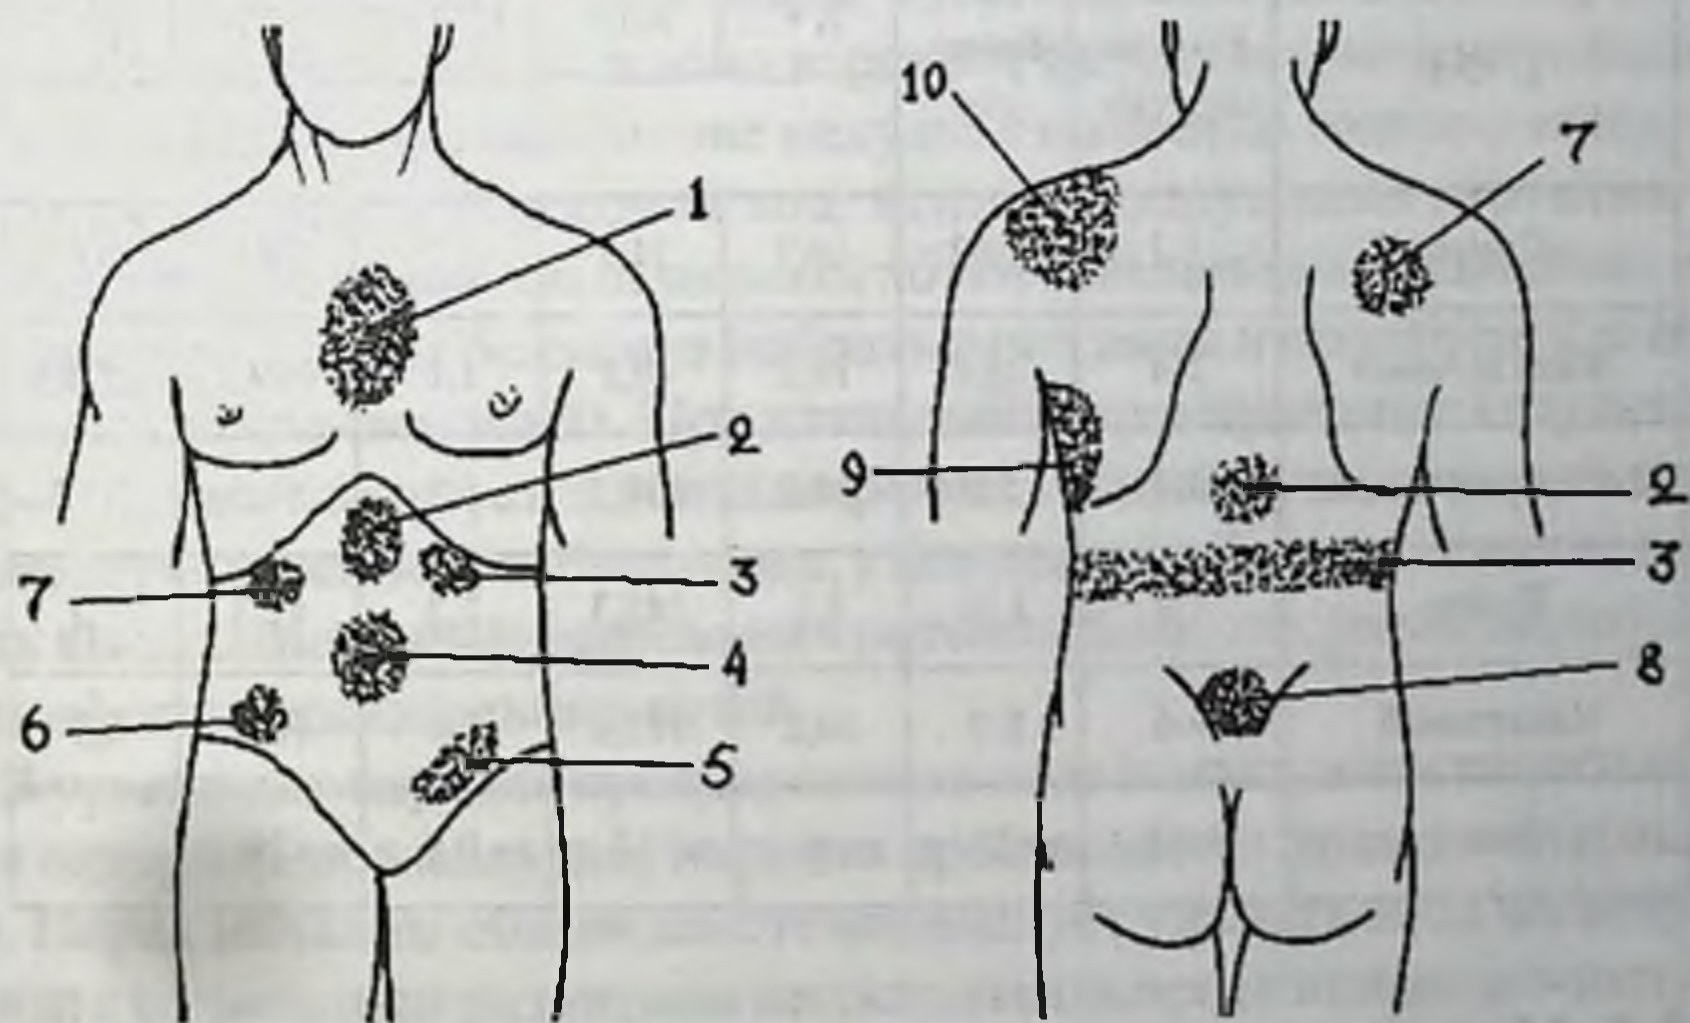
Локализация (А) и иррадиация (Б) соматической боли. (М.И. Кузин, 1986 г.). 1 – пищевод; 2 – желудок и двенадцатиперстная кишка; 3 – поджелудочная железа; 4 – тонкая кишка; 5 – сигмовидная кишка; 6 – слепая кишка, червеобразный отросток; 7 – печень, желчный пузырь; 8 – матка; 9 – плевра; 10 – селезенка, кровь или гной под диафрагмой.
